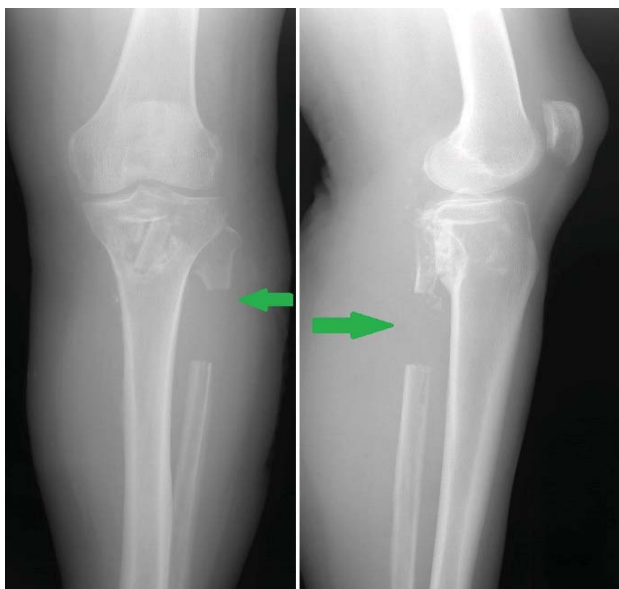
Контрольная рентгенограмма (1-е сут, стрелками показана зона оперативного вмешательства)
